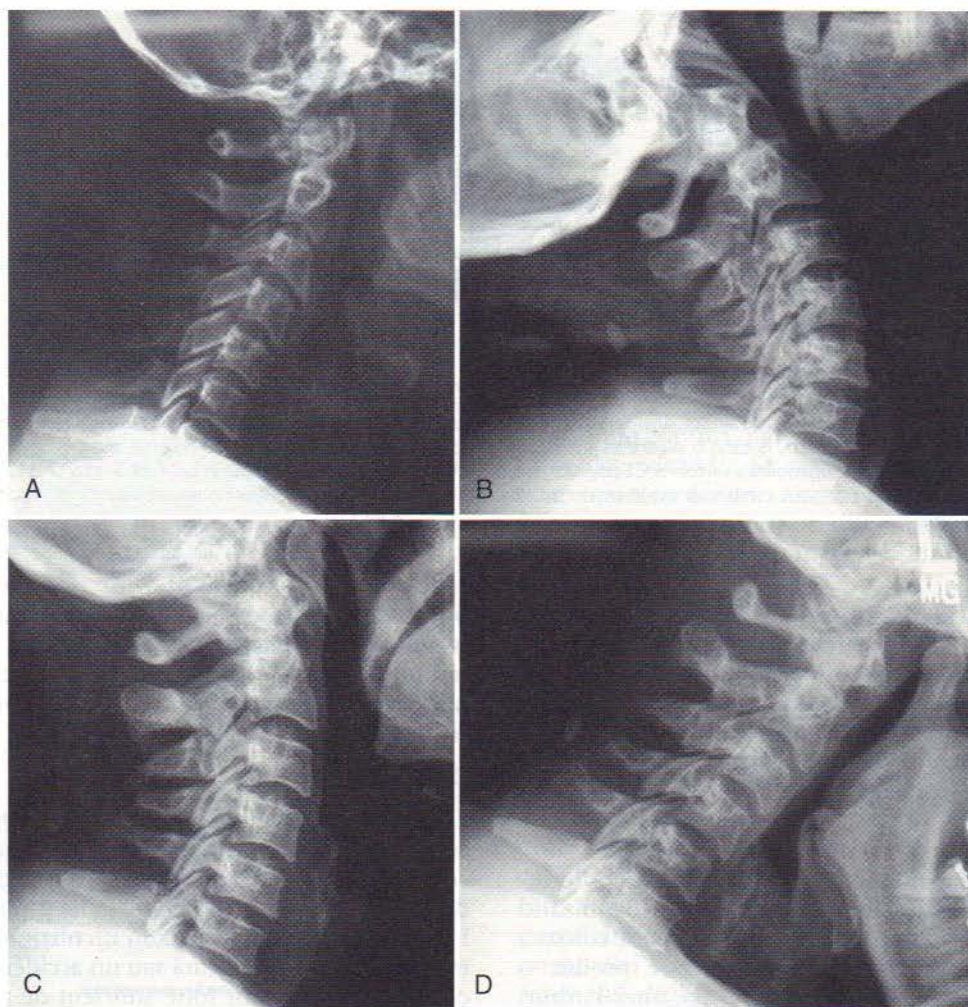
Radiografii de profil ale coloanei cervicale, care prezintă diminuarea lordozei (A), extensia (B), poziția neutră (C) și flexia (D).
